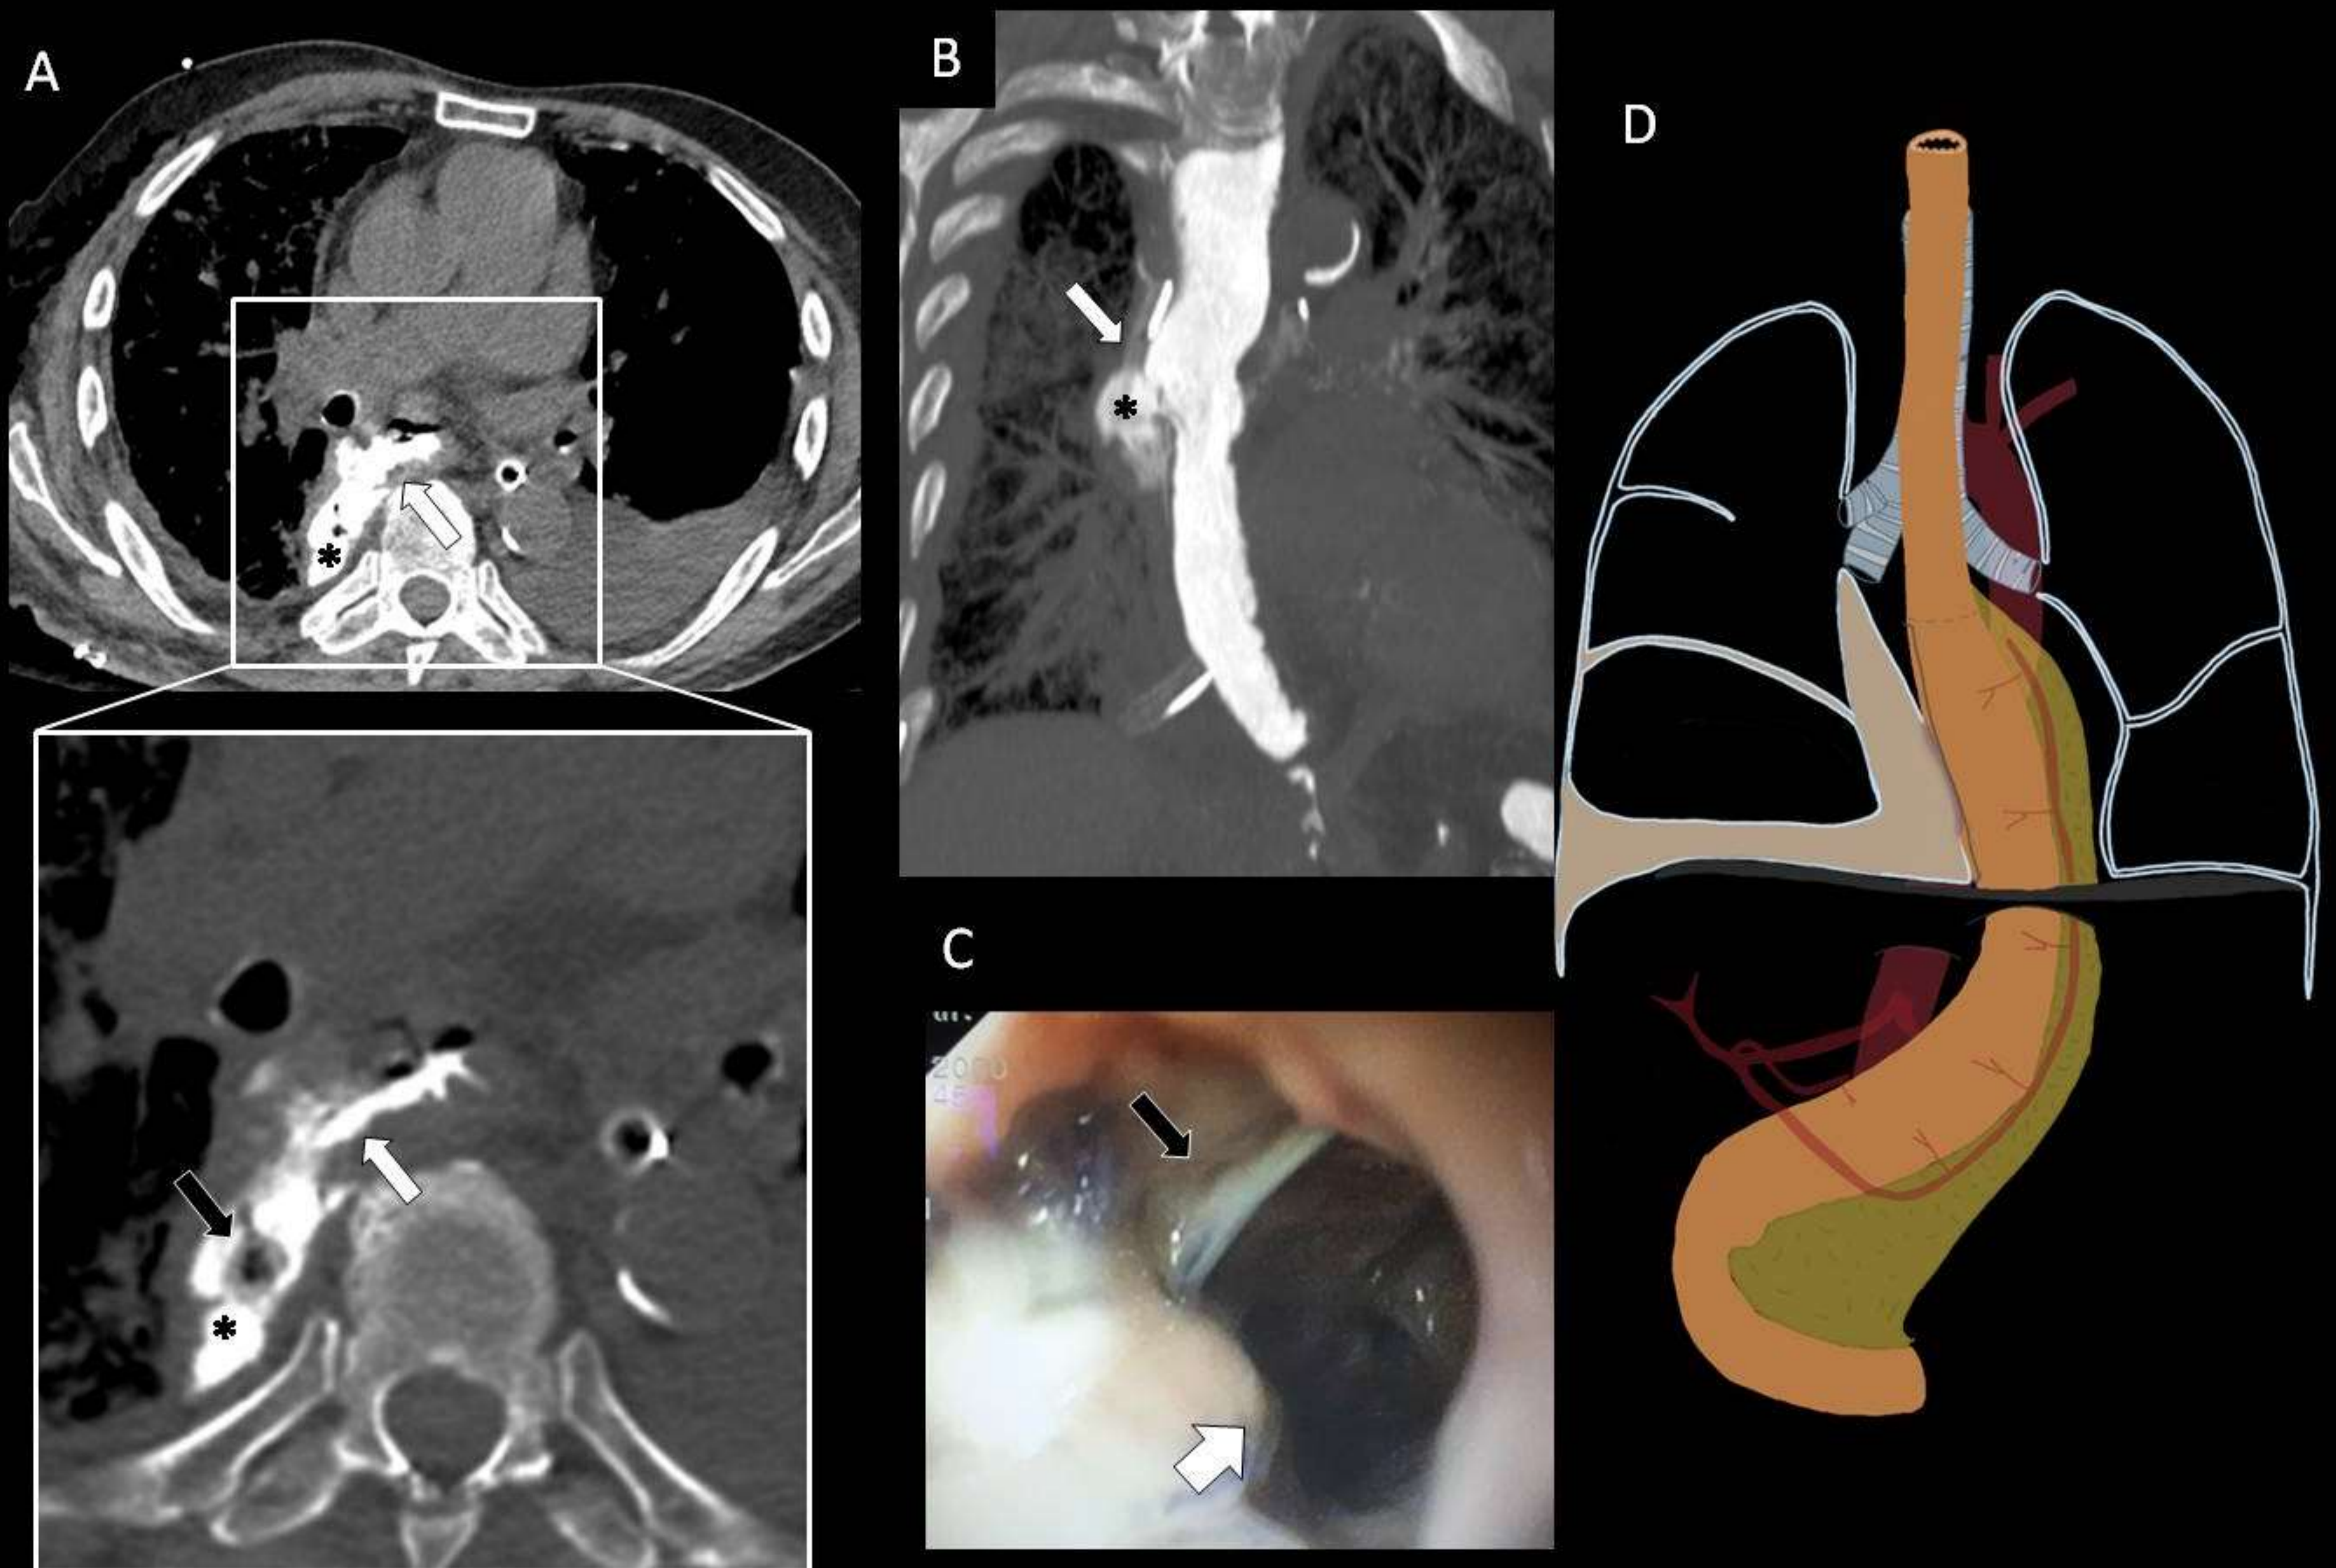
Esofagectomía de Ivor-Lewis con fuga anastomótica. TC con contraste oral (A, B), endoscopia (C) y representación esquemática (D). Fuga de la anastomosis esofagogástrica (flechas blancas) con colección paravertebral derecha (asteriscos). La endoscopia (C) muestra el defecto fistuloso (flecha blanca) y el drenaje mediastínico colocado durante la cirugía (flechas negras).
